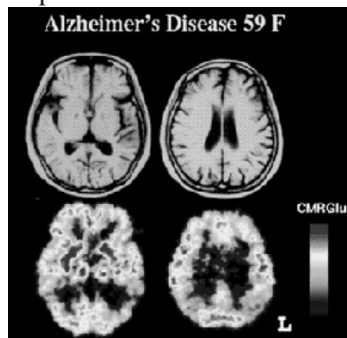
Tomografia por emissão de pósitons. Disponível em: <www.loni.ucla.edu>.
